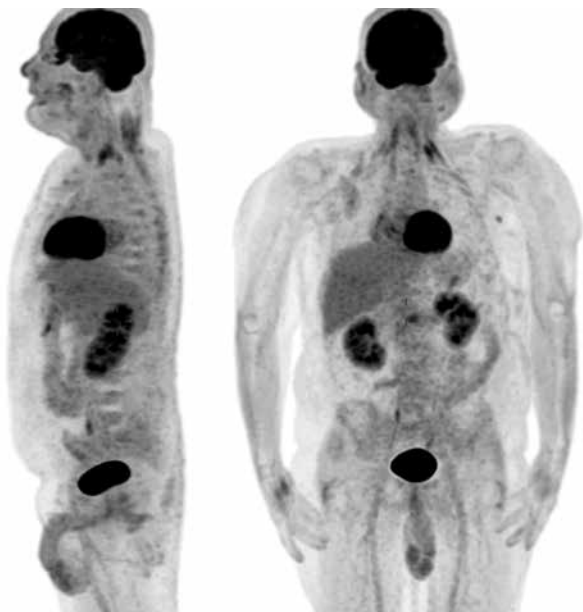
Контрольная позитронная эмиссионная томография (ПЭТ) от февраля 2025 г. (через 4 года от начала терапии). Сохраняется полная ПЭТ-ремиссия
